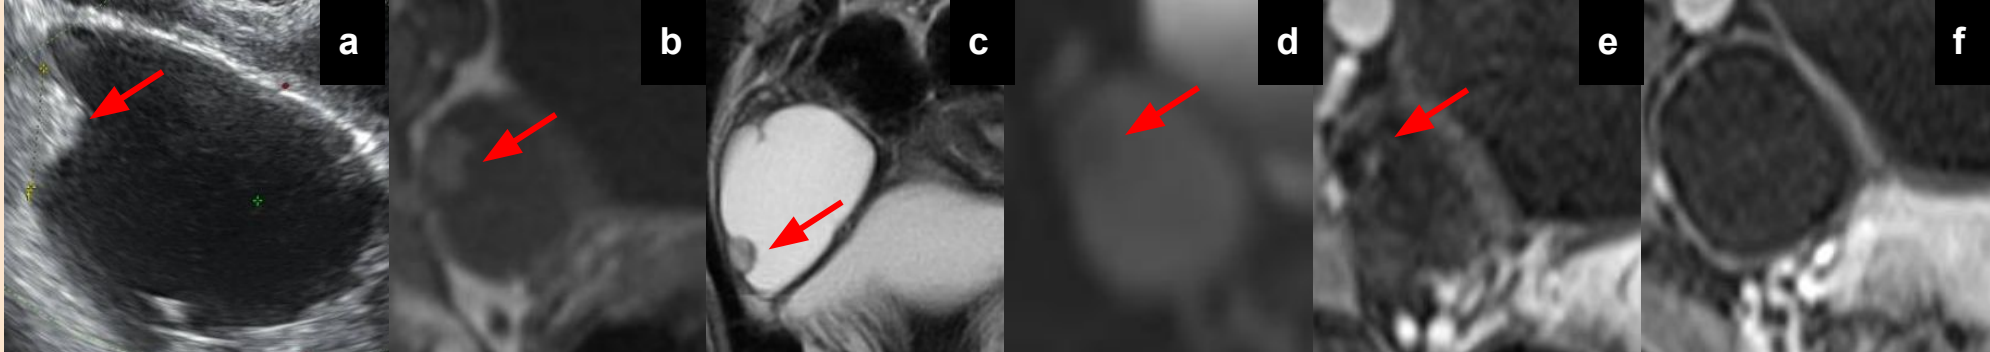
Paciente premenopáusica. a) En ecografía transvaginal se observa un quiste unilocular de 5 cm, con tenues ecos en su interior y un componente sólido único, mural, con Score color=1 (flecha roja) (O-RADS ECO 4). b, c y d) T1 axial (b), T2 coronal (c) y DWI (d): quiste de contenido aparentemente seroso, algunos tabiques finos y componente sólido periférico hiperintenso en T1 y T2 e hipointenso en DWI (flechas rojas). e y f) T1 Fat-Sat con contraste axial donde se observa la falta de realce con contraste del componente sólido (flecha roja) y un un fino realce periférico de la lesión quística (no se realizó RM dinámica) (O-RADS RM 3). Anatomía patológica: teratoma quístico maduro.
